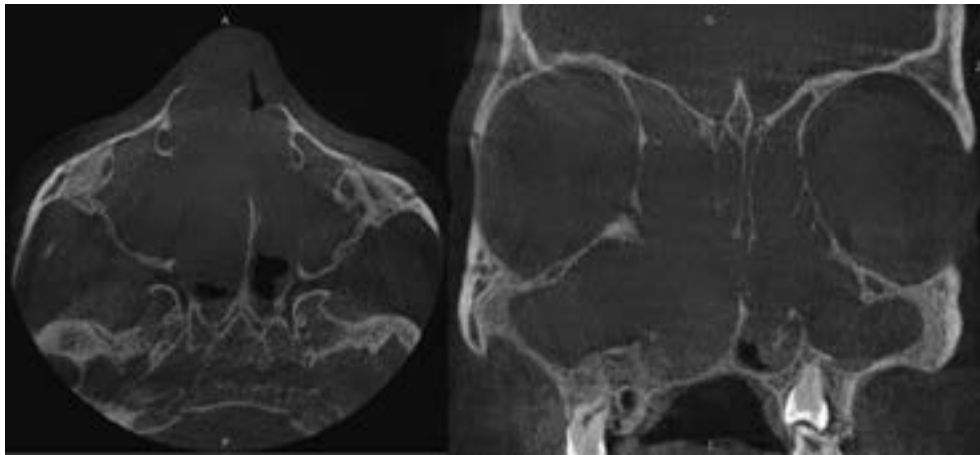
КТ носа та пазух 10-річної дитини з муковісцидозом після операції 2 роки тому (мукоцеле обох верхньощелепних пазухи, медіалізація латеральної стінки носа, масивний поліпоз носа)
